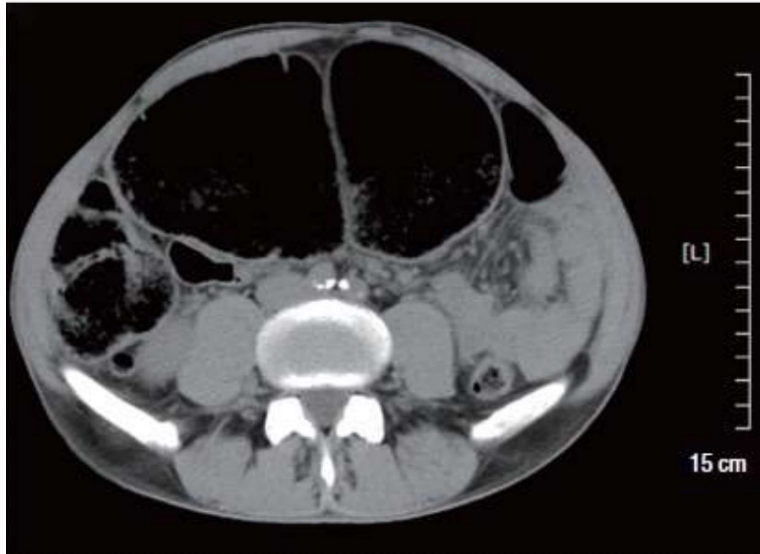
Tomografía computarizada que revela una dilatación marcada del colon sin una 19 obstrucción mecánica definida
